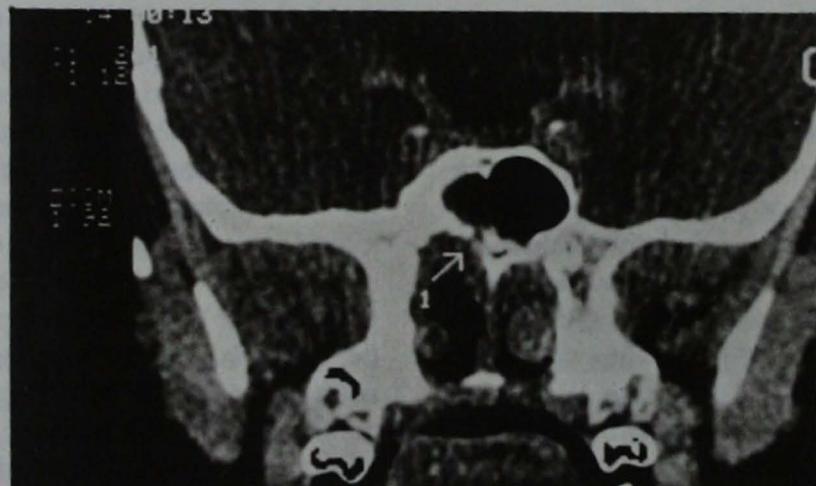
Cortes de tomografía axial computarizada descritos en el texto.
